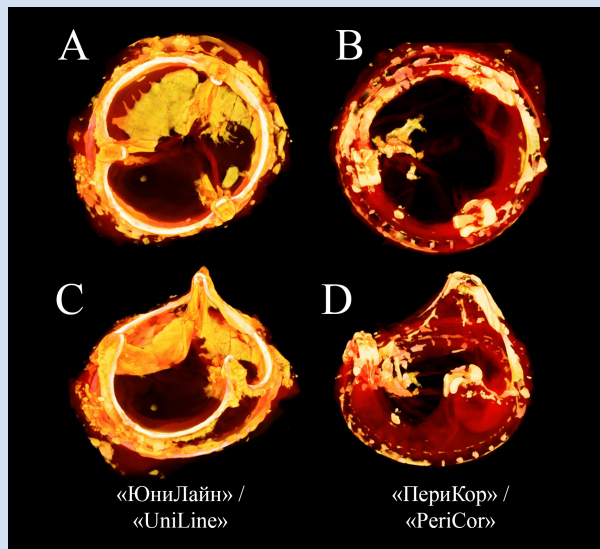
Проекция биопротезов клапанов сердца «ЮниЛайн» и «ПериКор». Рентгенологически плотные участки биопротезов соответствуют областям кальцификации. В то же время металлический каркас имеет большую электронную плотность относительно кальцификатов, что позволяет исключить его из количественного анализа. А – проекция биопротеза «ЮниЛайн» сверху; В – проекция биопротеза «ПериКор» сверху; С – изометрическая проекция «ЮниЛайн»; D – изометрическая проекция «ПериКор»
